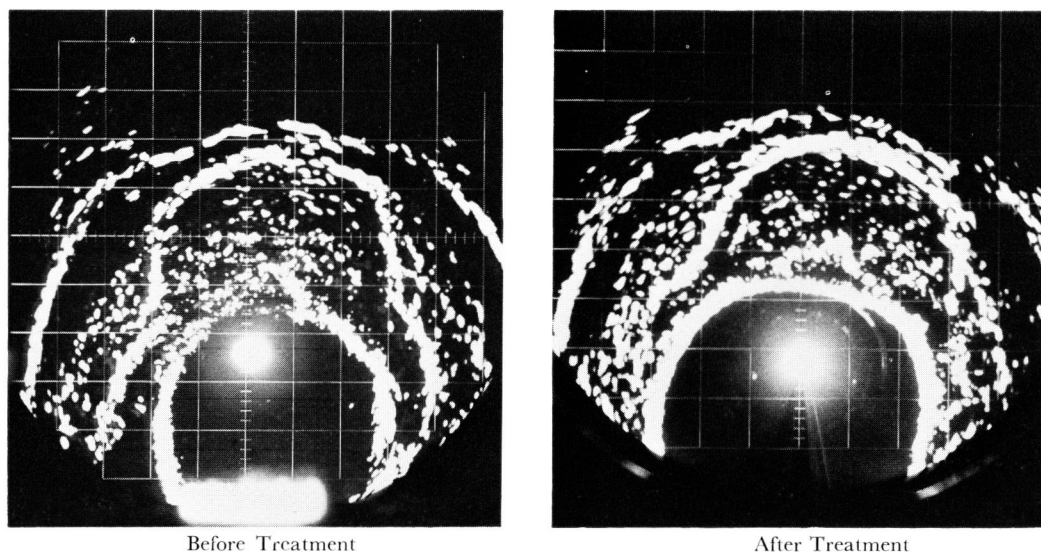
Ultrasonotomograms of the prostate before and after TSAA-291 treatment in Case No. 14. The weight of the prostate seems to have decreased by the treatment (cm/gauge).
